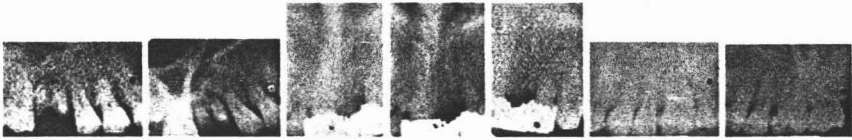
Radiografías dentoalveolares donde se observan prótesis fija con sellado marginal deficiente, provocan mayor destrucción horizontal de hueso alveolar en la zona donde están ubicadas
